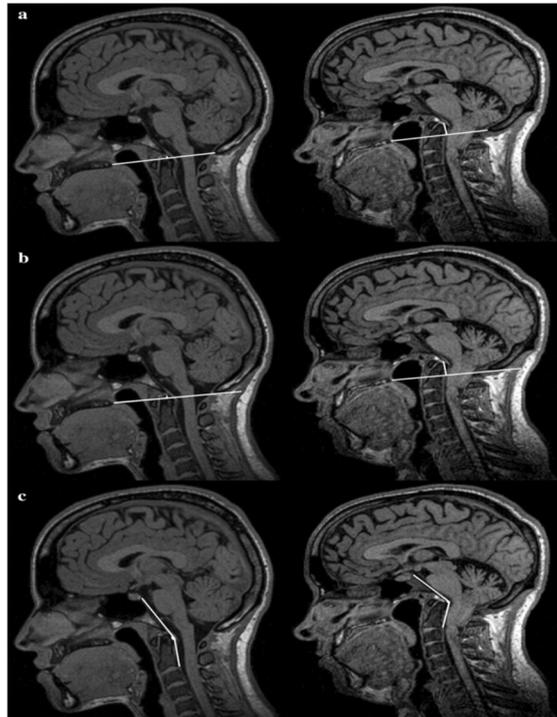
comparaison des images IRM d'une personne normale et d'un patient avec IB ; (a) ligne de Chamberlain, (b) ligne de McGregor et (c) angle Wackenheim ou angle du canal clival. (345)
